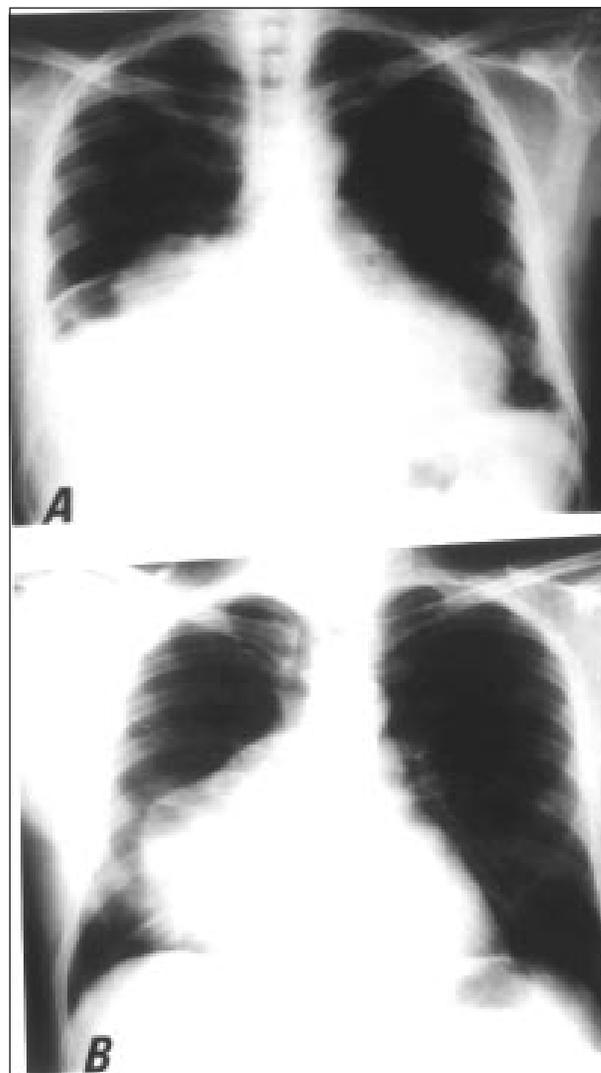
Radiografias do caso 1 (A) e do caso 3 (B) mostrando posição mais alta da silhueta cardíaca direita com utilização da técnica inovada (B).
